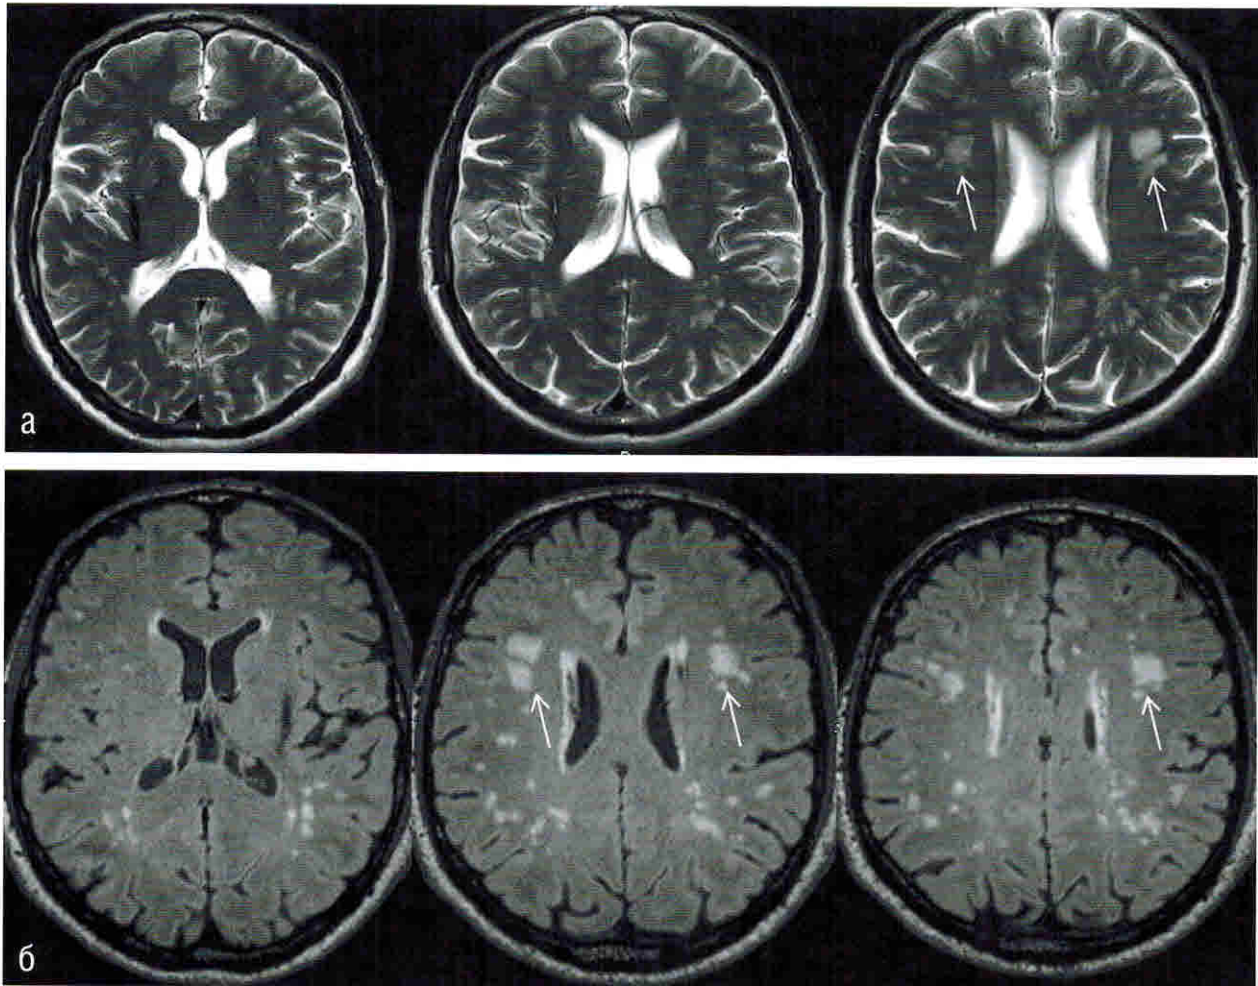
Пациент 65 лет с длительным анамнезом гипертонической болезни. В субкортикальных и глубоких отделах белого вещества полушарий большого мозга перивентрикулярно в режимах T2 (а) и FLAIR (б) определяются многочисленные разнокалиберные очаги, часть из которых сливного характера (указаны стрелками), повышенной интенсивности МР-сигнала. МР-изменения соответствуют F2 по шкале Fazekas.
